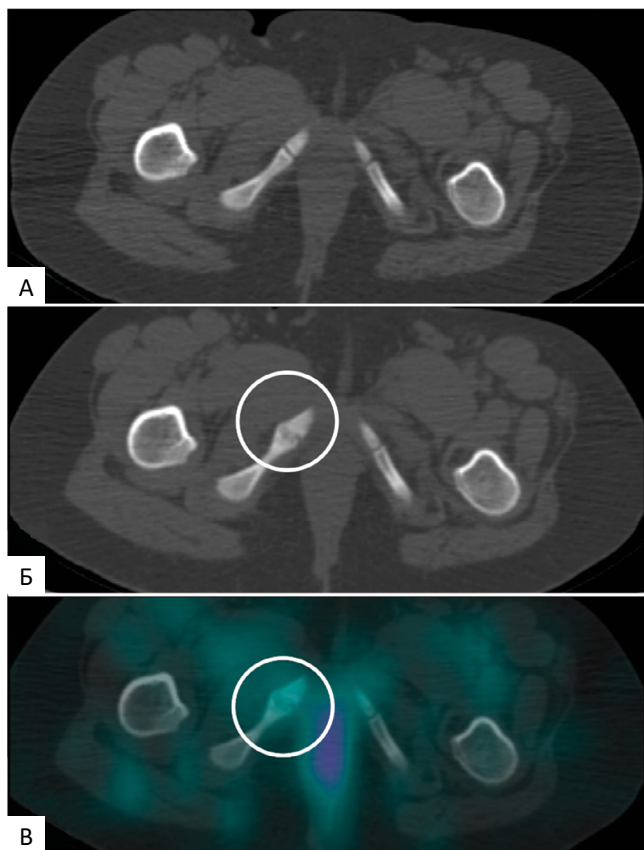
А — 13.09.23 г. КТ-составляющая ОФЭКТ/КТ — седалищно-лонные синхондрозы соответствуют норме; Б — 13.09.24 г. КТ-составляющая ОФЭКТ/КТ — расширение правого седалищно-лонного синхондроза, утолщение прилежащих отделов костей (круг); В — 13.09.24 г. ОФЭКТ/КТ — отсутствие явных признаков гипераккумуляции РФП (круг)
